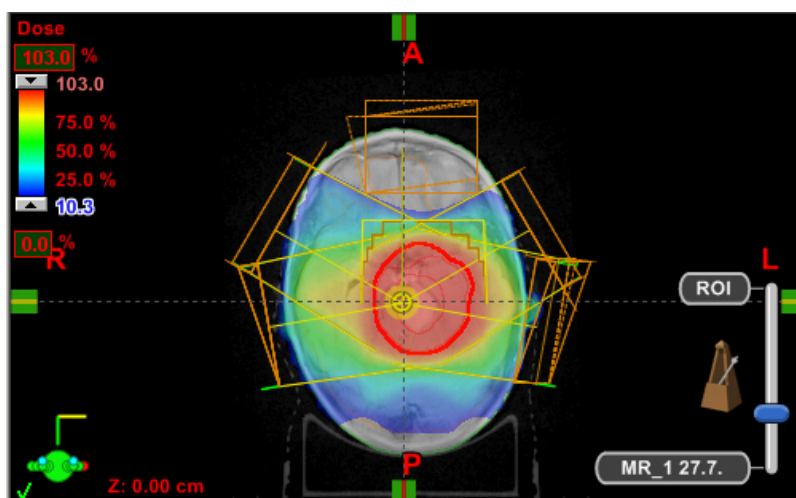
Stanovení GTV na základě registrace CT a MR obrazů
